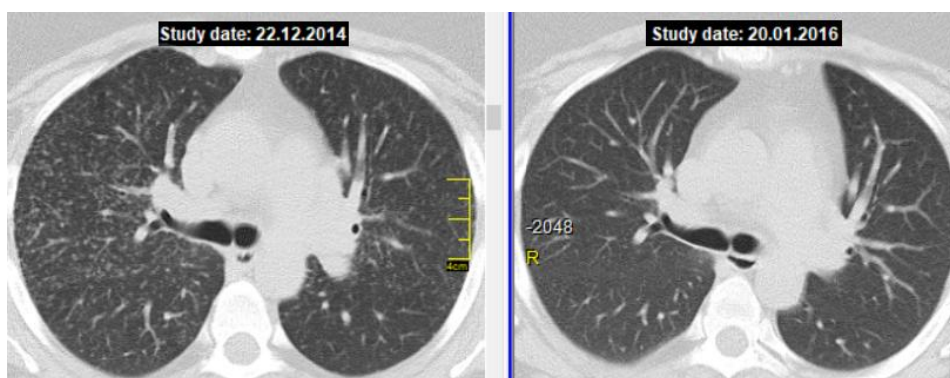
КТ хворої Ш., 38 років. Зліва – візит 2, призначення ГКС-терапії, справа – клінічне вилікування, відміна ГКС-терапії.
